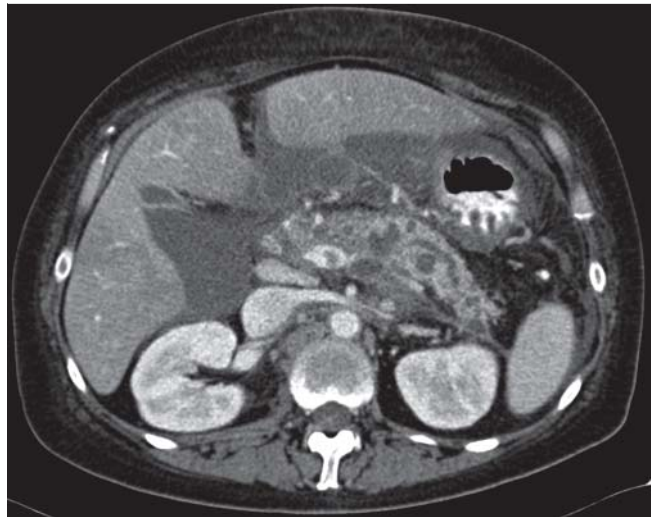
52-jähriger Patient mit chronischer Pankreatitis (Cambridge 4): In der CT des Oberbauchs zeigen sich zystische Veränderungen im Pankreasparenchym mit einem erweiterten und unregelmäßigen Duct pancreaticus.
